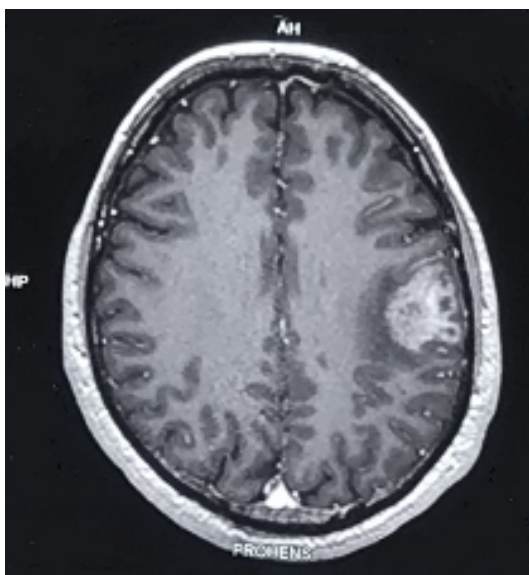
МРТ головного мозга, выполненная впервые, пациент Н-ин А.А. (И/б№ 122507, 2016)
